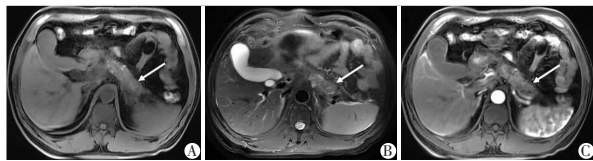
A-C. 男,54岁,1年前发作急性胰腺炎1次,本次发病9 h,为仅胰腺实质坏死型RAP。MRI示胰腺实质坏死(箭头)伴少许出血。
